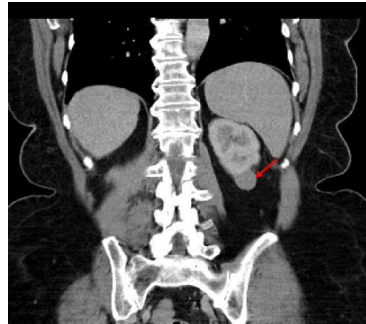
Papilární renální karcinom typu 2 levé ledviny pT2a G1. A) CT zobrazení - sagitální řez. B) Koronární řez – patrný nepravidelný tvar léze. C) Otevřená translumbální resekce nádoru. D) Makroskopický snímek preparátu [70].
